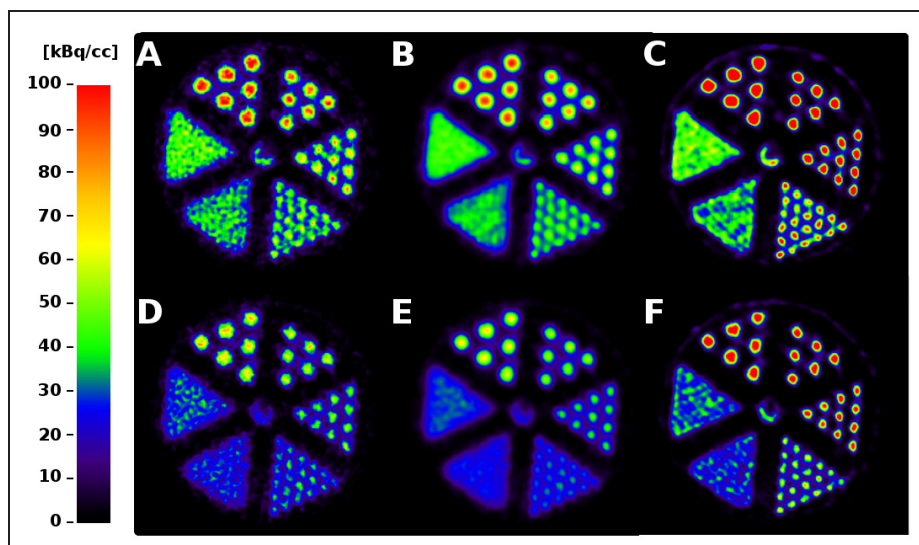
16 – *Reconstruction du fantôme de résolution décentré axialement de 4 cm (A,B,C) et 8 cm (D,E,F) avec OP-OSEM (A,D) et RM-OP-OSEM (C,F). L'effet d'un post-lissage gaussien de LMH 2mm après reconstruction avec OP-OSEM est aussi illustré (B,E). L'activité représentée correspond à l'activité à chaque repositionnement axial du fantôme.*
